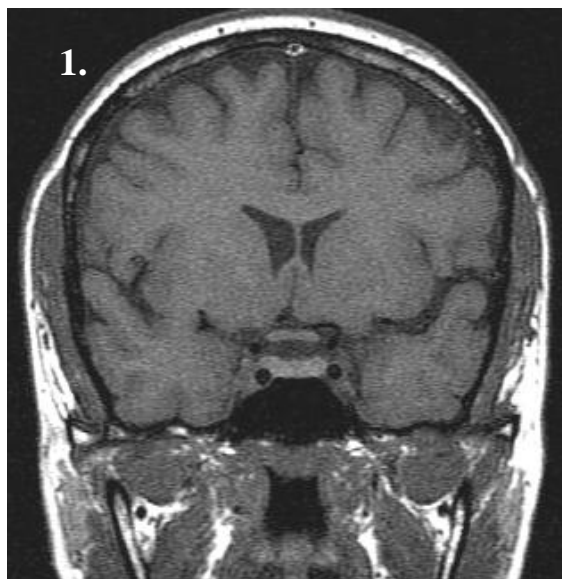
Магнитно-резонансная томограмма головы
